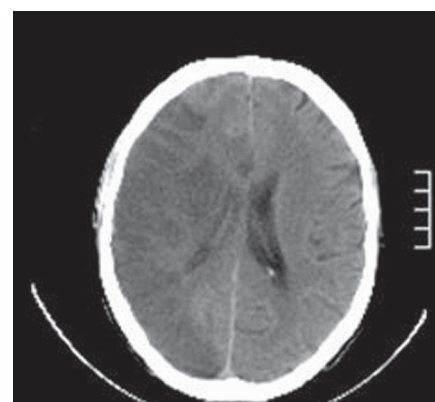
КТ – снимки больного К.А.В. Обширный инфаркт в правой теменной и височной долях. Компрессия правого бокового желудочка. Срединные структуры смещены влево на 4 мм
